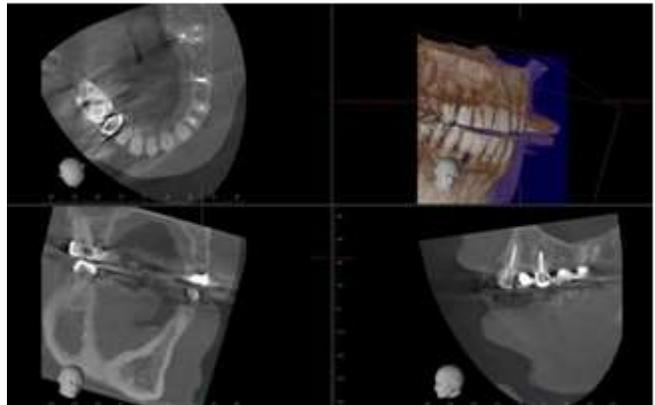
Tomografía computarizada Cone Beam muestra un defecto asociado con O.D. 25 con tratamiento endodóntico previo con una raíz marcadamente acortada consistente con una apicectomía reciente sin irregularidades.
